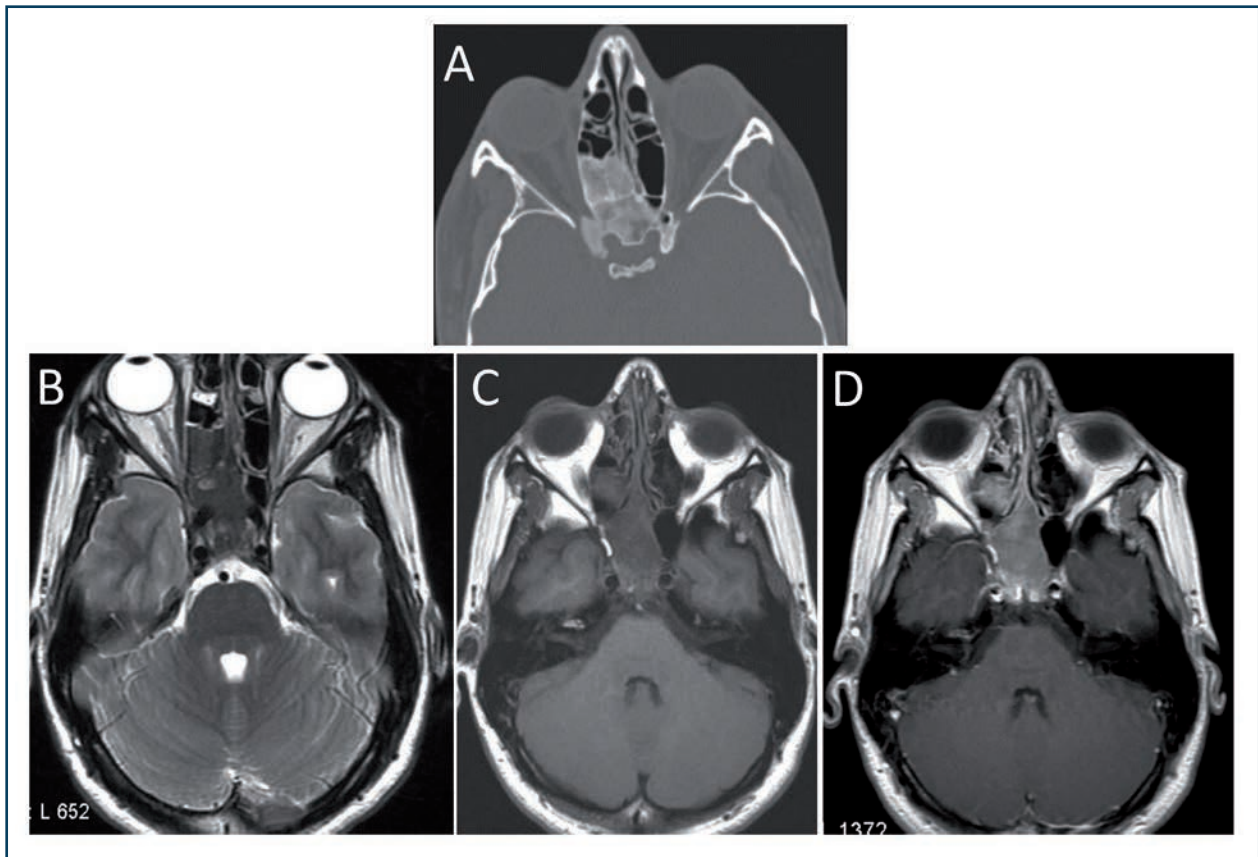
Découverte fortuite d'une localisation ethmoïdo-sphénoïdale en verre dépoli (TDM), discrètement hétérogène, (A) TDM coupe axiale, fenêtre osseuse, (B,C,D) on retrouve en IRM un hyposignal T2, un hyposignal T1 et une prise de contraste modérée diffuse après injection de la lésion dysplasique.
